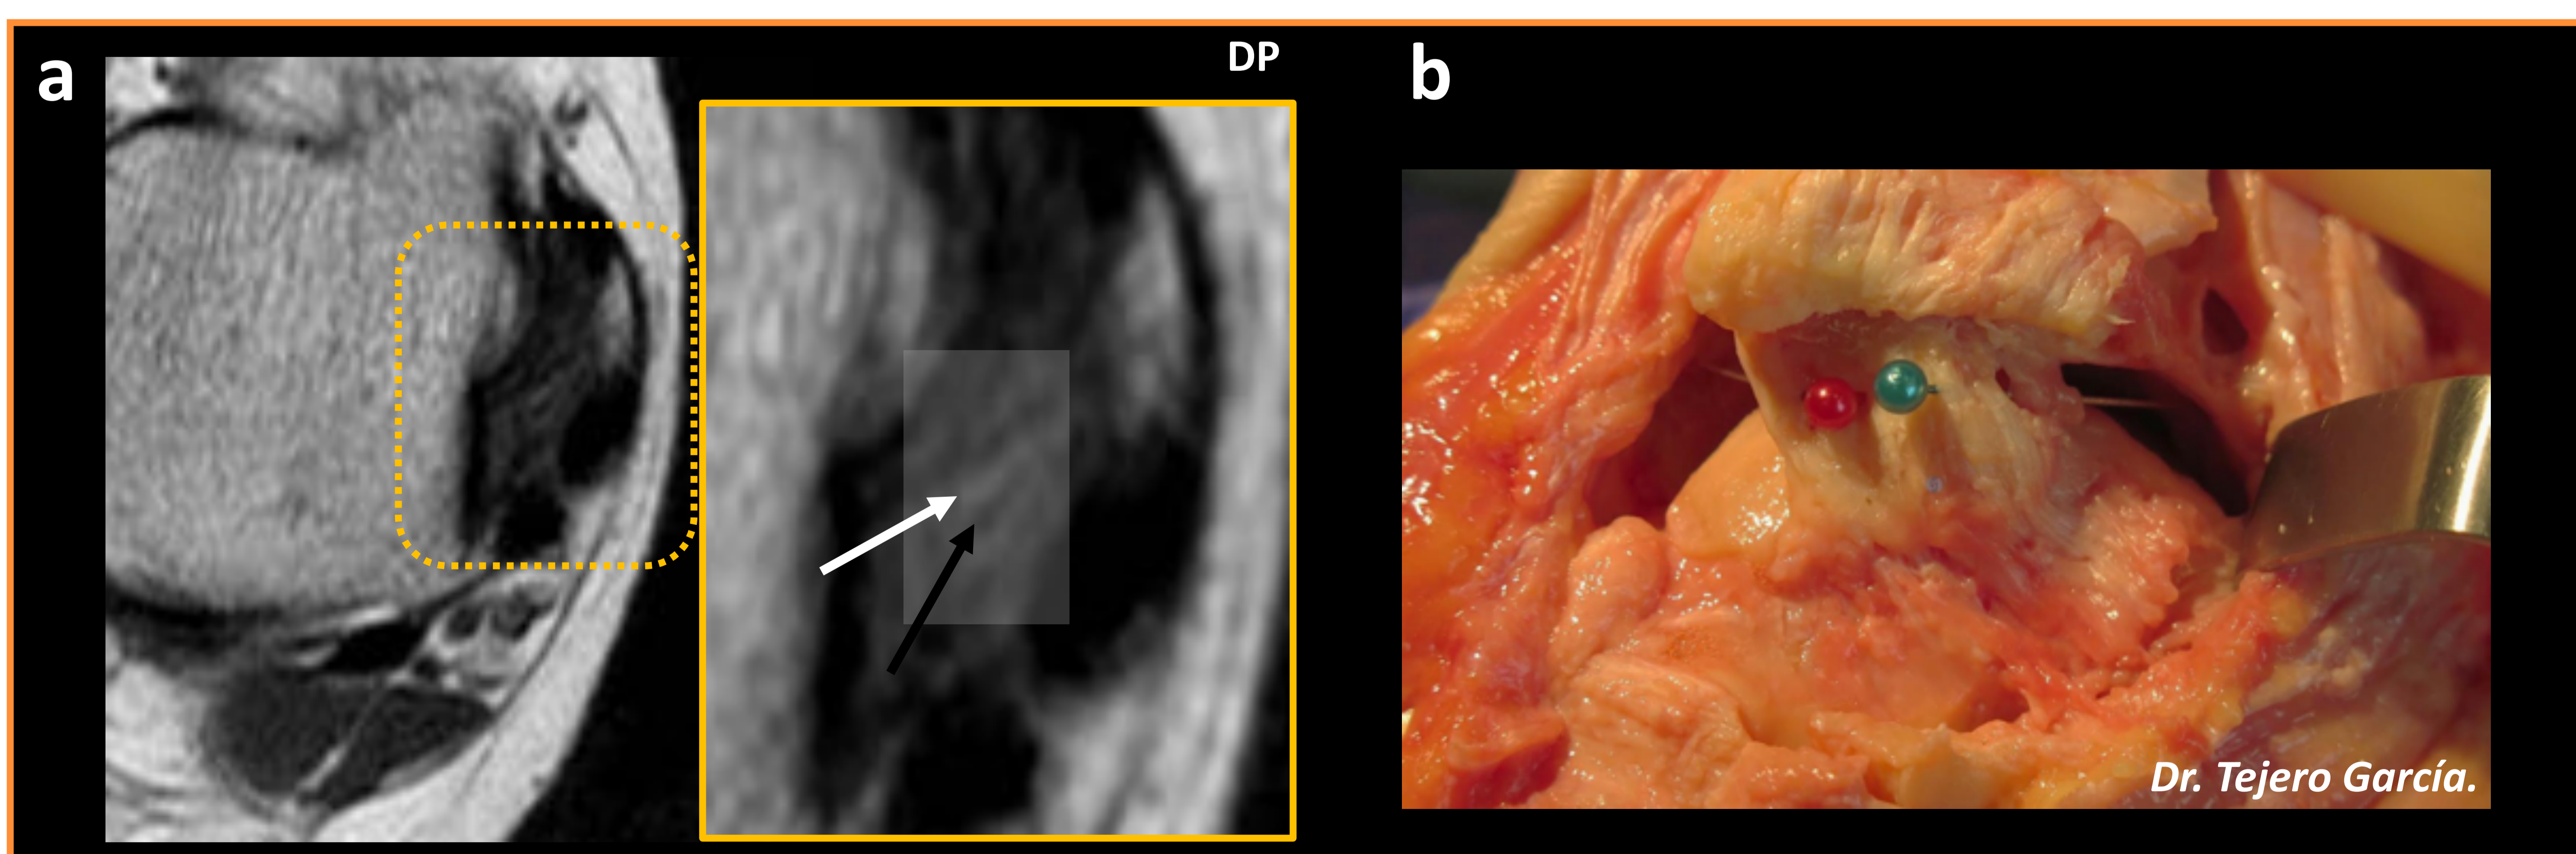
Ligamento tibioastragalino posterior profundo (LCM) en RM (a) y en disección de cadáver (verde en b). Secuencia axial DP del tobillo a nivel bimalleolar (a) donde se observa como un ligamento grueso, con patrón estriado caracterizado por líneas hiperintensas correspondientes a grasa interpuesta entre los fascículos hipointensos del ligamento. Correlación con fotografía de disección de cadáver (Cortesía de Dr. Tejero García).
